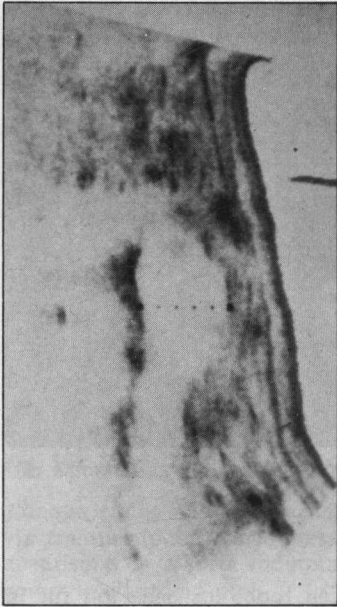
Ultrasonografía en un aneurisma de la aorta abdominal.
